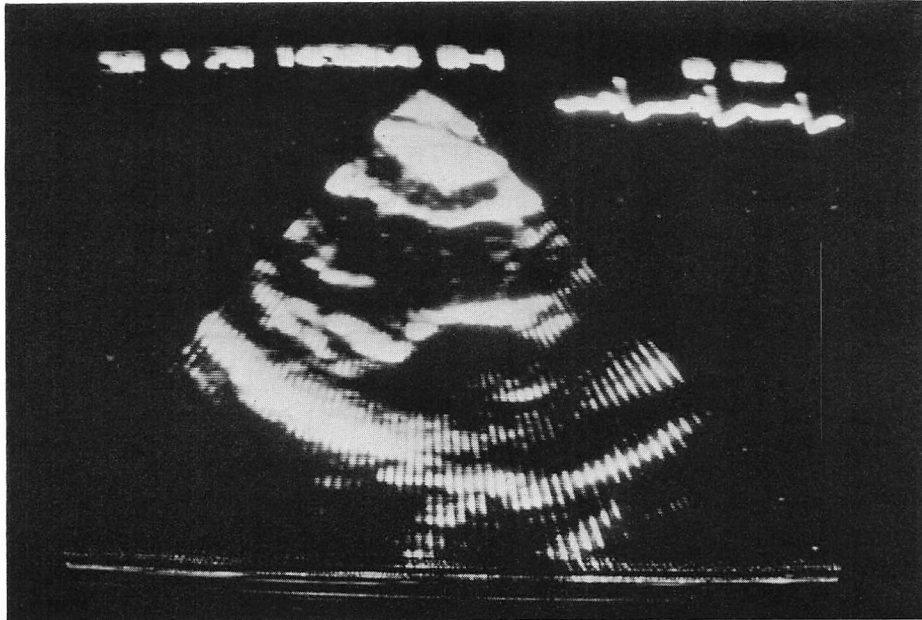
Parasternal long-axis view from a patient with TA1b and MVP.
